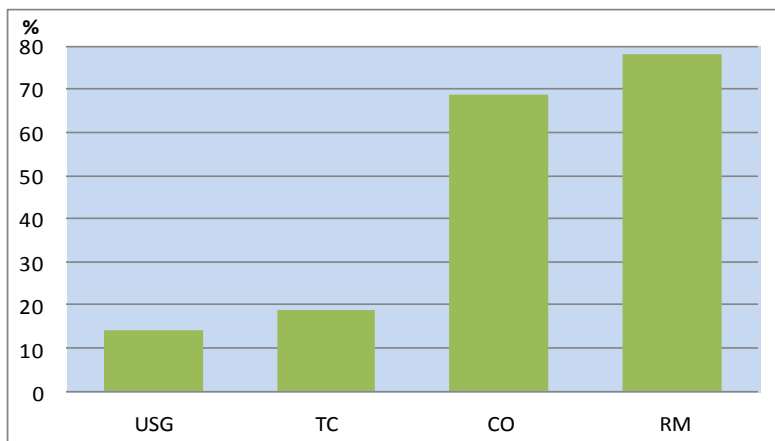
Exames de imagens usados para diagnóstico do câncer de próstata. Ultrassonografia (USG), Tomografia Computadorizada (TC), Cintilografia Óssea (CO), Ressonância Magnética (RM).
